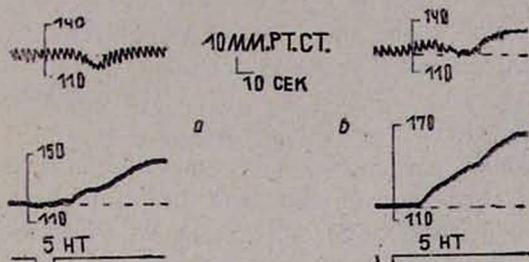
Влияние внутриваротидного введения серотонина в дозе 10 мкг/кг на сопротивление мозговых сосудов до (А) и после (Б) внутриваротидной инфузии ганглиозидов (500 мкг/кг).
